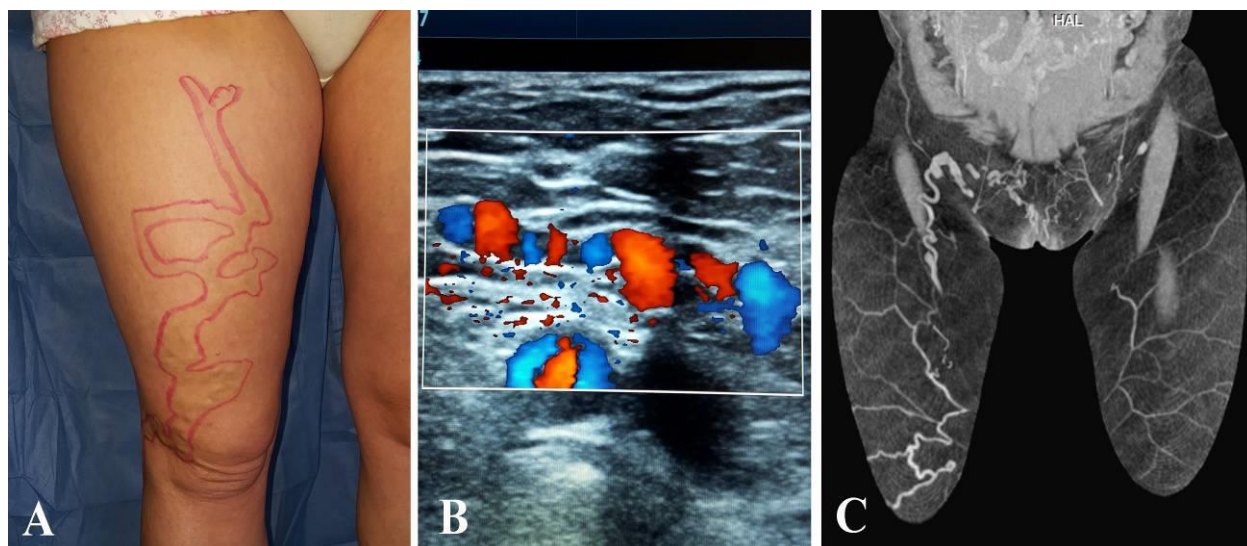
Varice nonsafeniene ale membrului inferior drept, condiționate de reflux venos pelvin (A – aspectul membrului înainte de operație; B – reflux în venele din regiunea inghinală prin așa-numitul punct „I”, diagnosticat în timpul DSU; C – tomografia computerizată, ce demonstrează conexiunea dintre varicele membrelor inferioare și venele pelvine)
